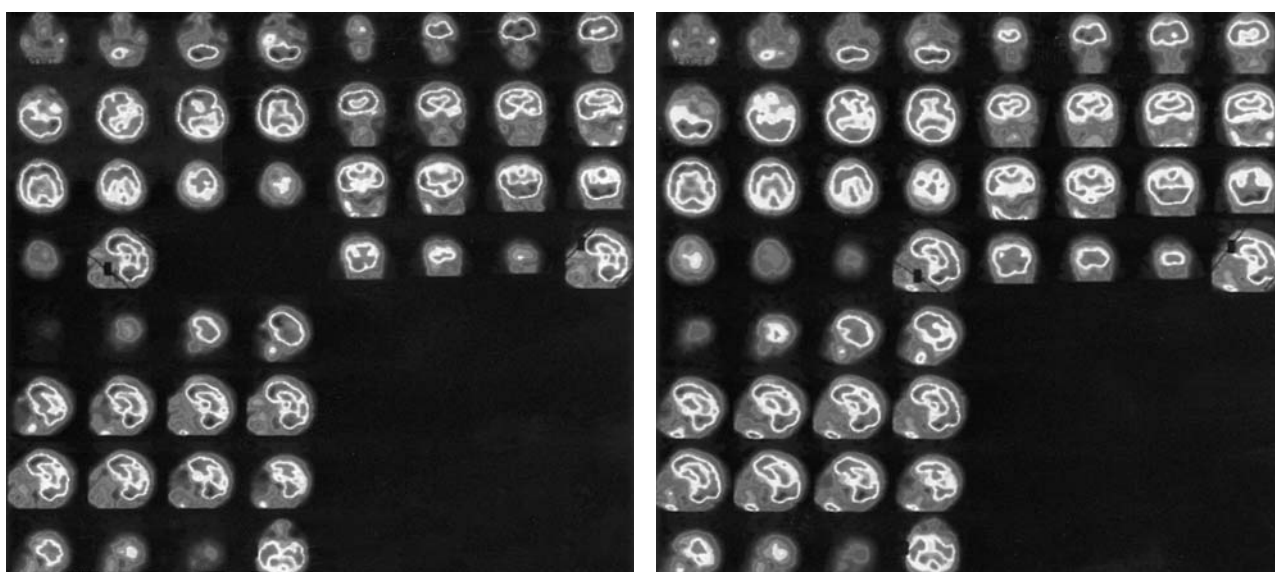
SPECT cerebral de perfusión correspondiente a la primera paciente antes del tratamiento (Fig. 1) en el que se aprecia disminución de la perfusión en áreas parietales posteriores, córtex cingular anterior y medial, córtex frontal y parietal. Tras el tratamiento (Fig. 2) el SPECT no sufrió variaciones significativas.
